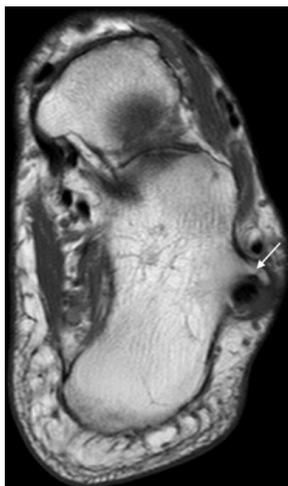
МРТ-срез левой стопы в коронарной плоскости.
